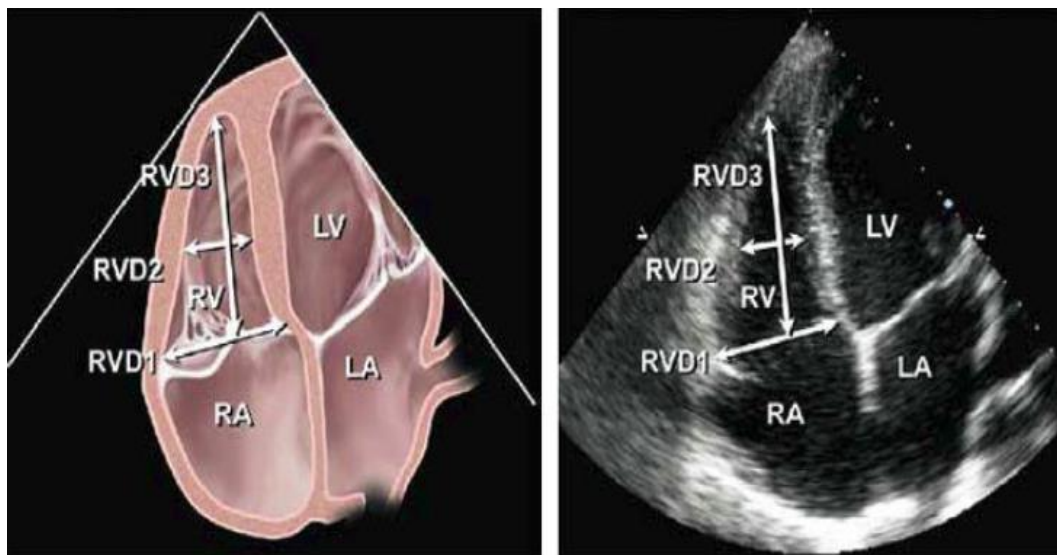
MEDICIÓN DE LOS VOLÚMENES DEL VENTRÍCULO DERECHO POR ECOCARDIOGRAFÍA.
